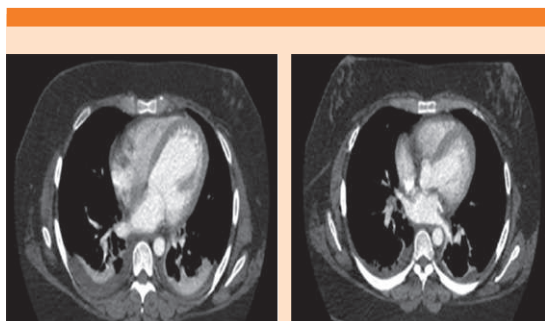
Angiotomografía de tórax que evidencia la cardiomegalia y la oclusión parcial de la arteria lobar media pulmonar derecha y segmentarias izquierdas, además de derrame pleural bilateral.
